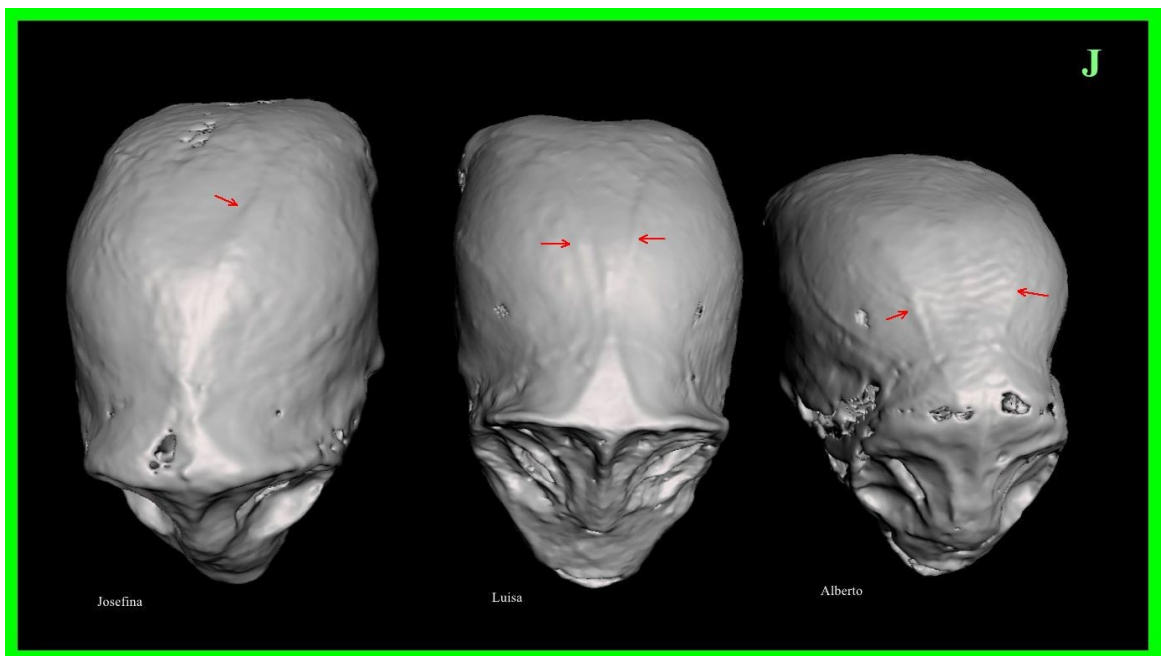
TC 3D que muestra los cráneos de tridáctilos tipo J. Nótese el cráneo escafoideo, las placas orbitarias agrandadas y poco profundas con hendiduras oblicuas, y las crestas en forma de V (flechas rojas) en la parte superior del cráneo. Se observan variaciones en la cresta supraorbitaria.
